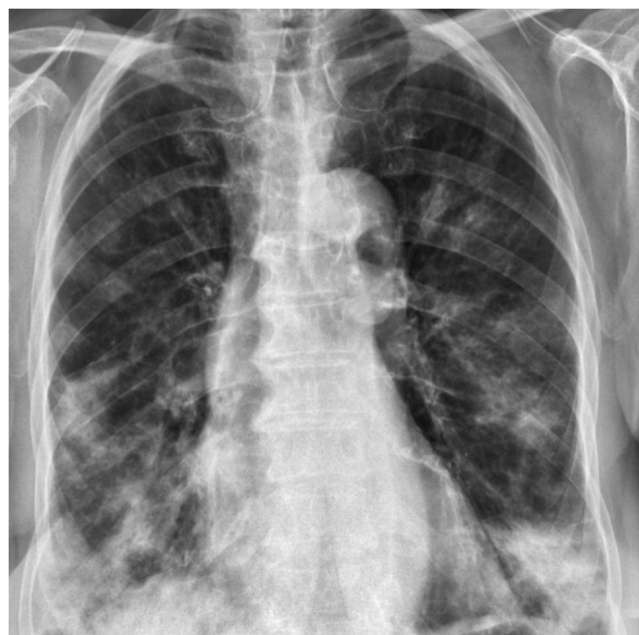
Рентгенограмма легких в прямой проекции при поступлении
